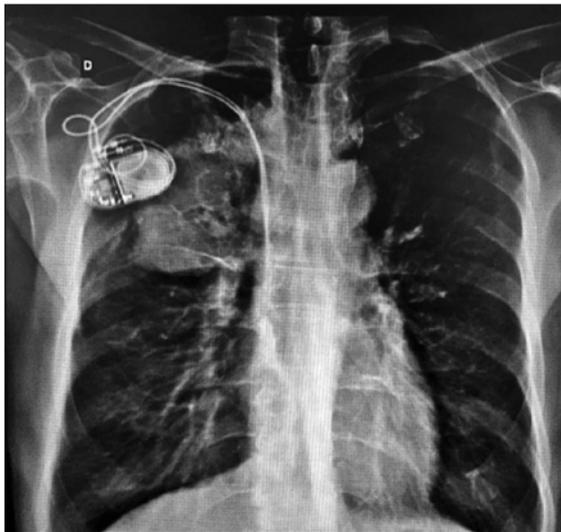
Topografia de tomografia de tórax, demonstrando lesão em lobo superior do pulmão direito. D = direito.
